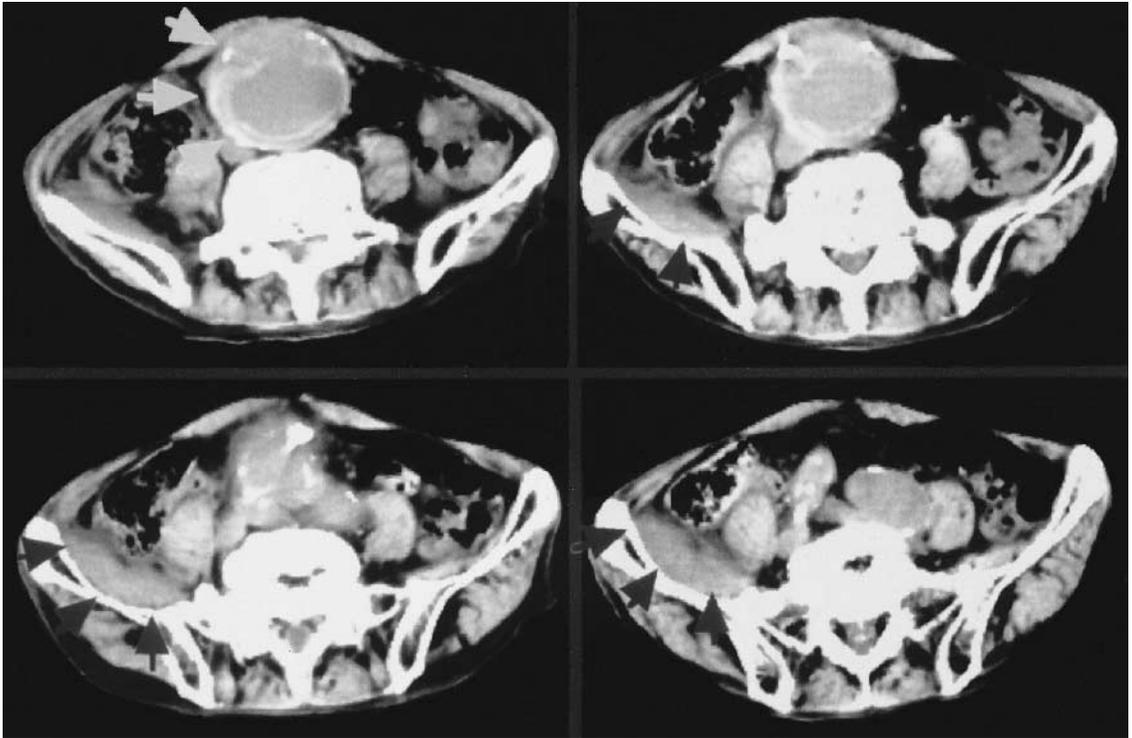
Preoperative abdominal computed tomography demonstrated the presence of a 7 cm diameter infrarenal aneurysm and retroperitoneal hematoma
